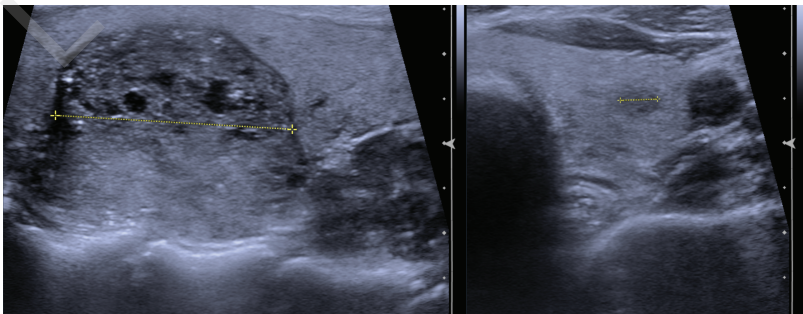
Großes, invasives, papilläres Schilddrüsenkarzinom rechts (linkes Bild). Typisch, aber nicht notwendig vorhanden sind die kleinen echo-reichen Spots. Auf der Gegenseite fand sich ein weiteres, nur 5 mm messendes, invasives, papilläres Karzinom, welches sonomorphologisch noch nicht als solches klassifizierbar war. Mehrfokale sowie bilaterale Schilddrüsenkarzinome sind insbesondere beim papillären Typ in bis zu 30 % der Fälle zu erwarten. Sie können sonografisch als Mikrokarzinome okkult bleiben. [T824]
